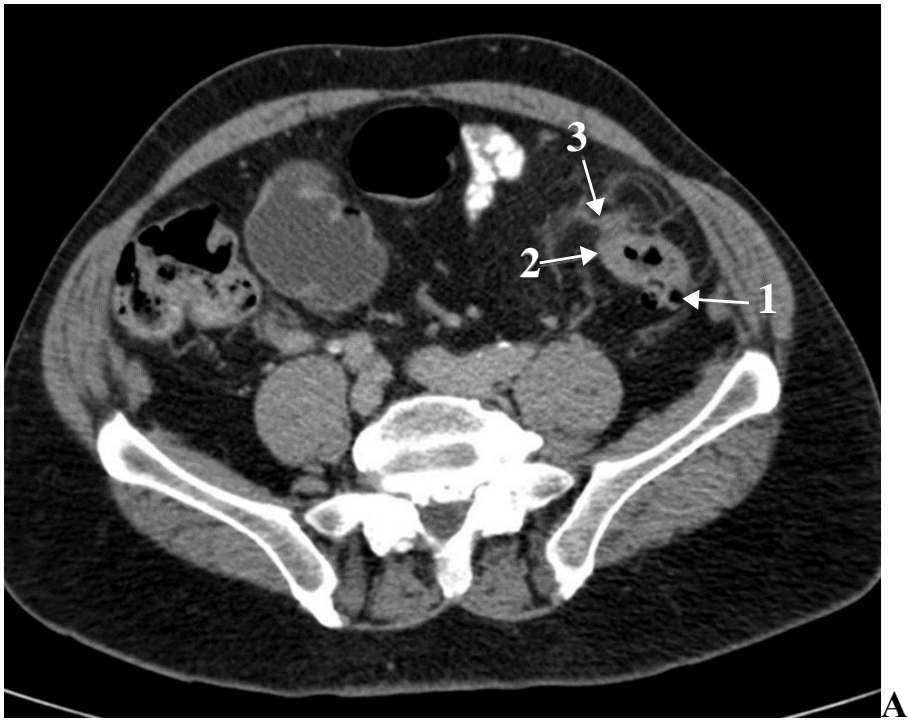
Компьютерные томограммы органов брюшной полости и полости малого таза с внутривенным контрастированием пациента Д., 53 лет, и/б 1356-15. А. Аксиальная проекция. Сканирование выполнено в портальную фазу. В проксимальной трети сигмовидной кишки отмечаются дивертикулы (стрелка 1), неравномерное утолщение стенок до 0,5-0,6 см (стрелка 2) и выраженный инфильтрат, локализованный в прилежащей клетчатке с вовлечением париетальной брюшины левого латерального канала (стрелка 3). Б. Коронарная проекция. Сканирование выполнено в портальную фазу. В проксимальной трети сигмовидной кишки отмечаются дивертикулы (стрелка 1), неравномерное утолщение стенок до 0,5-0,6 см (стрелка 2) и выраженный инфильтрат, локализованный в прилежащей клетчатке с вовлечением париетальной брюшины левого латерального канала (стрелка 3).
